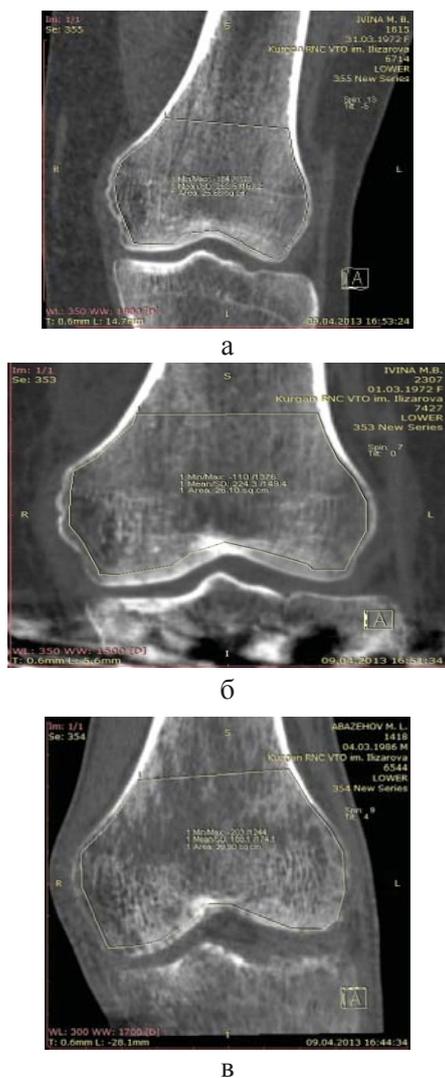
А – КТ коленного сустава больной И., 41 года. До лечения. МРР в коронарной плоскости. Плотность метафиза 283.5 HU; б – КТ коленного сустава больной И., 41 года. Начало фиксации. МРР в коронарной плоскости. Плотность метафиза 224.3 HU; в – КТ коленного сустава больного А, 26 лет. Начало фиксации. МРР в коронарной плоскости. Плотность метафиза 188.1 HU
